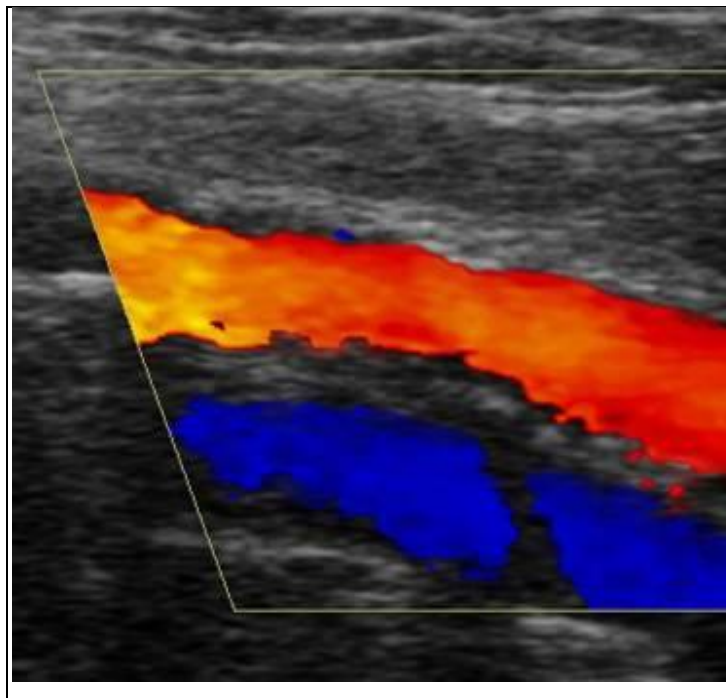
Modo Doppler Color
